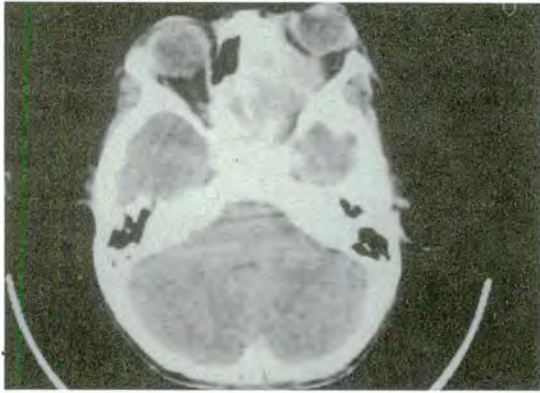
Caso N° 6. TAC. Invasión tumoral de senos etmoidal y órbita derecha.
